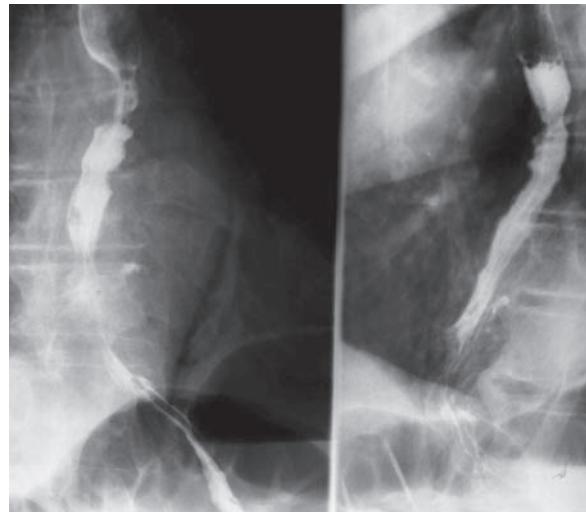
Рентгеноскопическое исследование пищевода пациента Б. с повреждением нижней трети пищевода. Затек контраста за пределы пищевода
